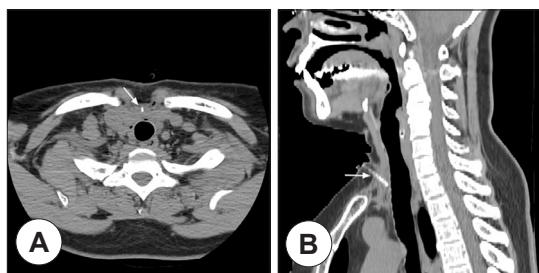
Neck computed tomography section 2 days after insertion of venous catheter (arrow) with negative pressure. (A) axial view, (B) sagittal view.
